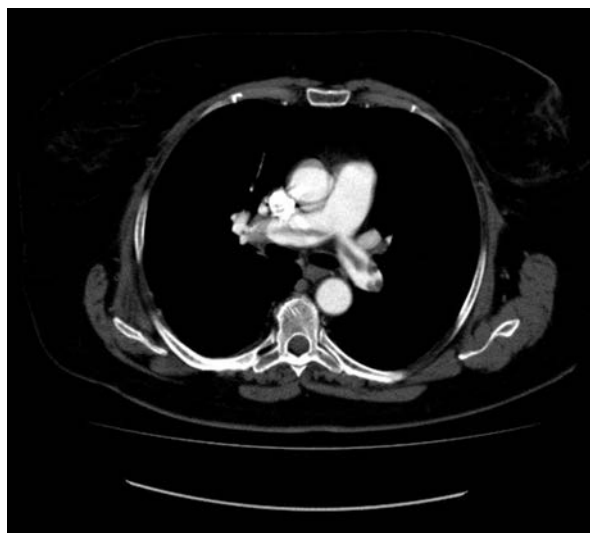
Patient 2. Computed tomography angiography of chest: a 'saddle' embolism
